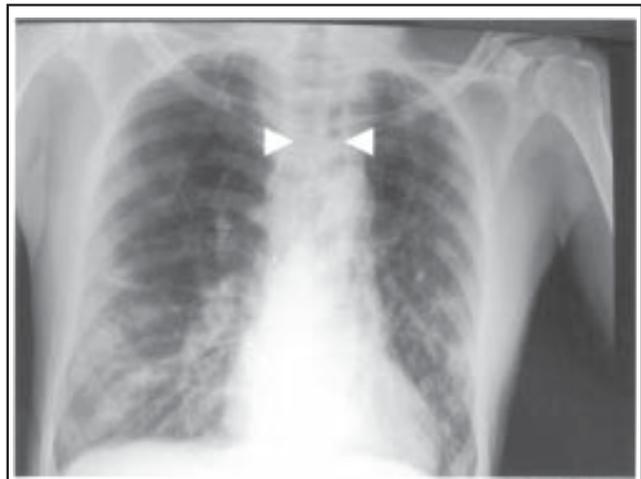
Radiographie postéro-antérieure du thorax : large hyperclarté trachéale (têtes de flèches) et macronodules bilatéraux aux bases.
